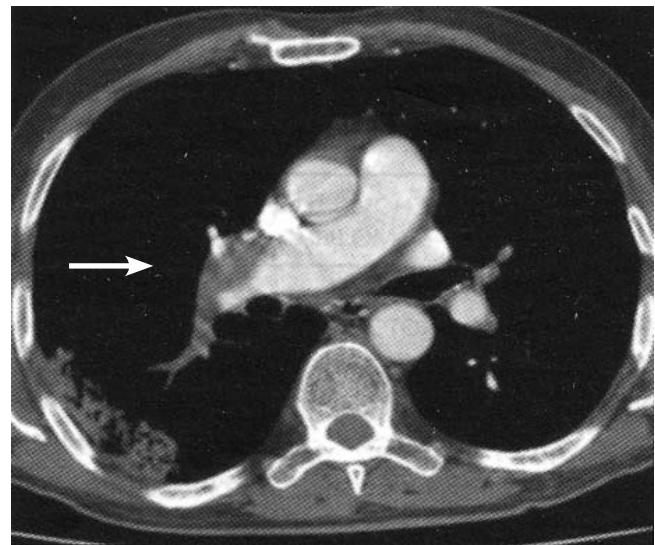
КТ-ангиопульмонография. В правой легочной артерии визуализируется дефект контрастирования («нисходящий» тромбоэмбол), на 2/3 перекрывающий просвет сосуда [12].
